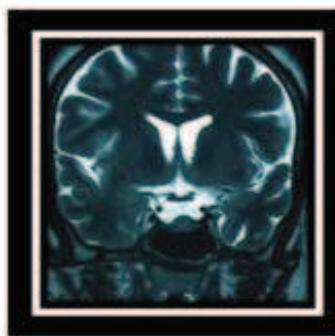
IRM post op en coupe coronale en SPT2.
